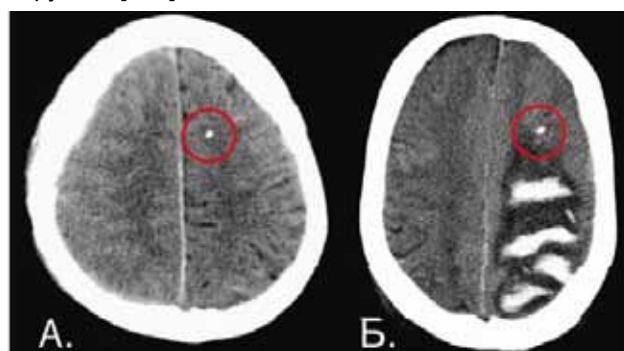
Идентификация катетера при КТ-головного мозга
